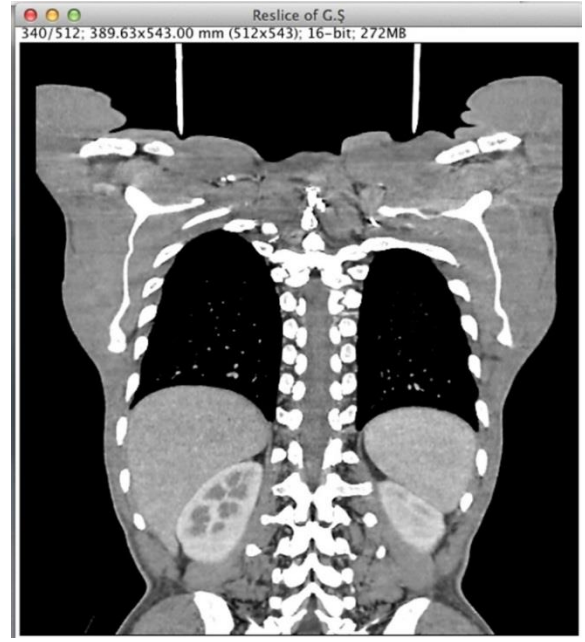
Imagej programında pencerelemesi yapılan BT görüntüsünde etrafını çevirme yöntemi ile akciğer sınırlarının belirlenmesi.
